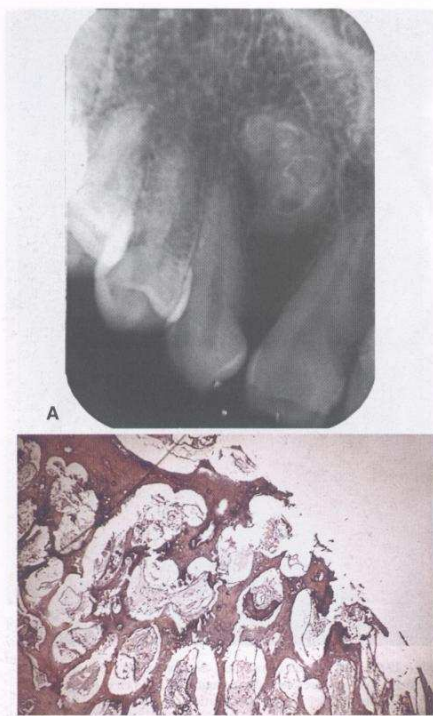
Odontoma complejo. A. Masa amorfa de tejido dentario calcificado, obsérvese el esmalte de la estructura interna de la lesión. Límite neto con un halo lúcido rodeado por una cortical ósea bien visible en el sector lindante de la región periapical del canino superior. B. Combinación de tejidos dentarios con espacios claros que ocupa el esmalte, la dentina, el osteocemento y las papilas dentarias dispuestos en forma desordenada.
